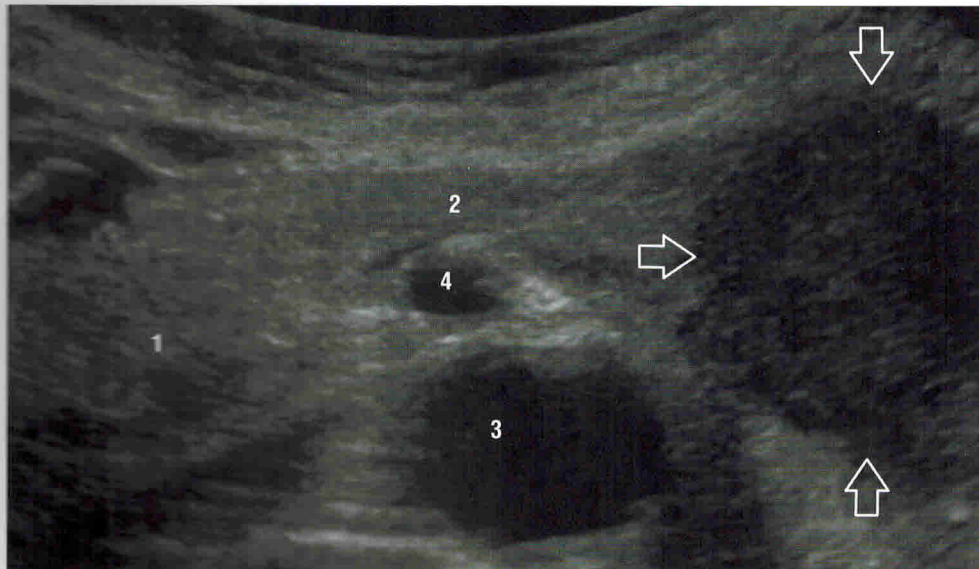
УЗИ карциномы поджелудочной железы:
